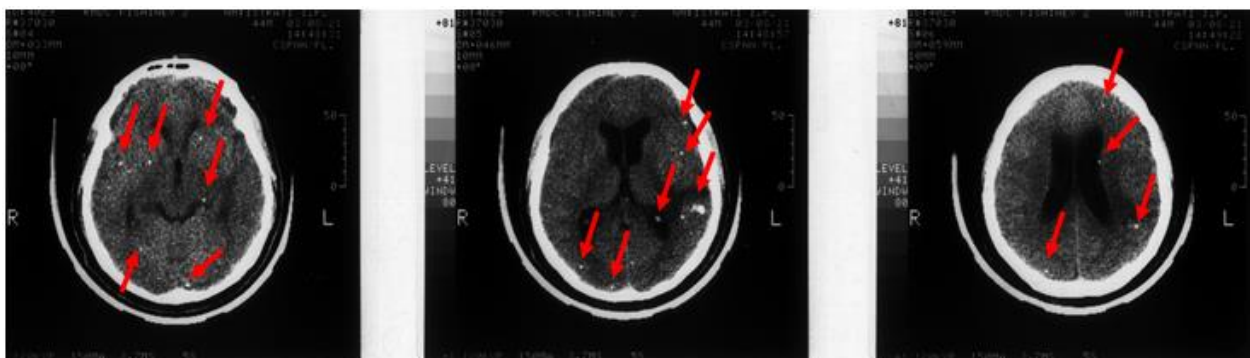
CT cerebral. NCC cu calcificate multiple diseminate și zonă hipodensă temporal stângă (complicații vasculare datorate NCC)
